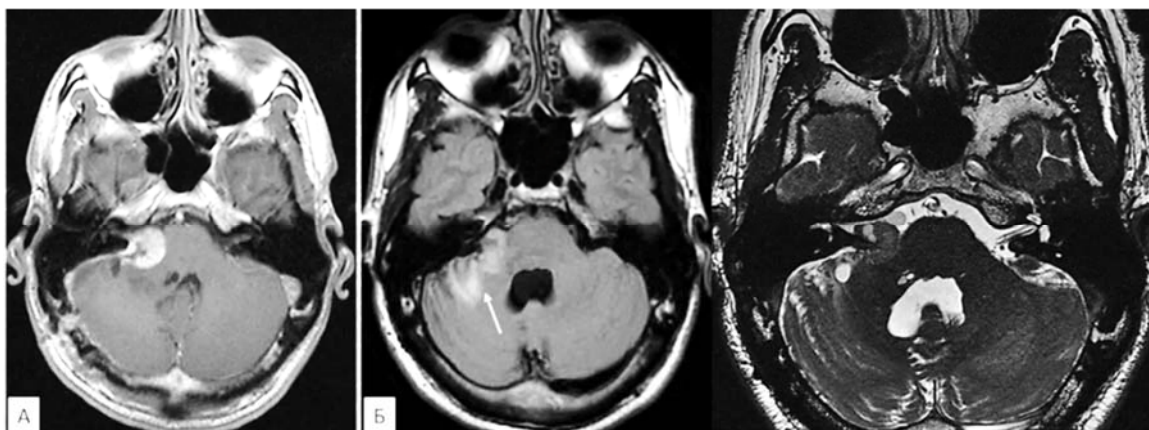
Контрольная МРТ головного мозга. А – через 1 месяца после операции (до радиохирургии), Б – через 7 лет после радиохирургии (белой стрелкой указан постлучевой некроз)
